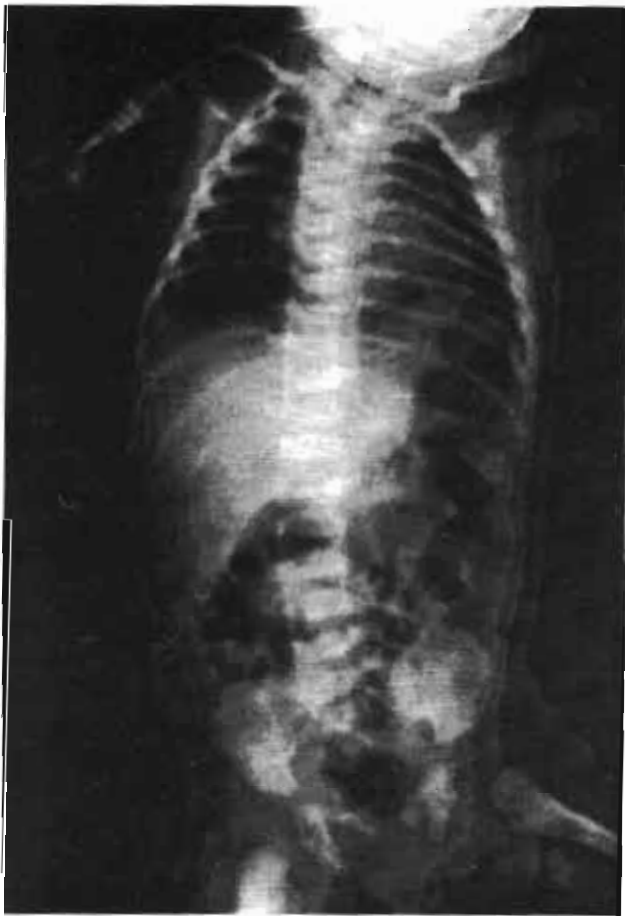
Radiografía de tórax y abdomen, se constata la existencia de hemivértebra en D<sub>3</sub>
